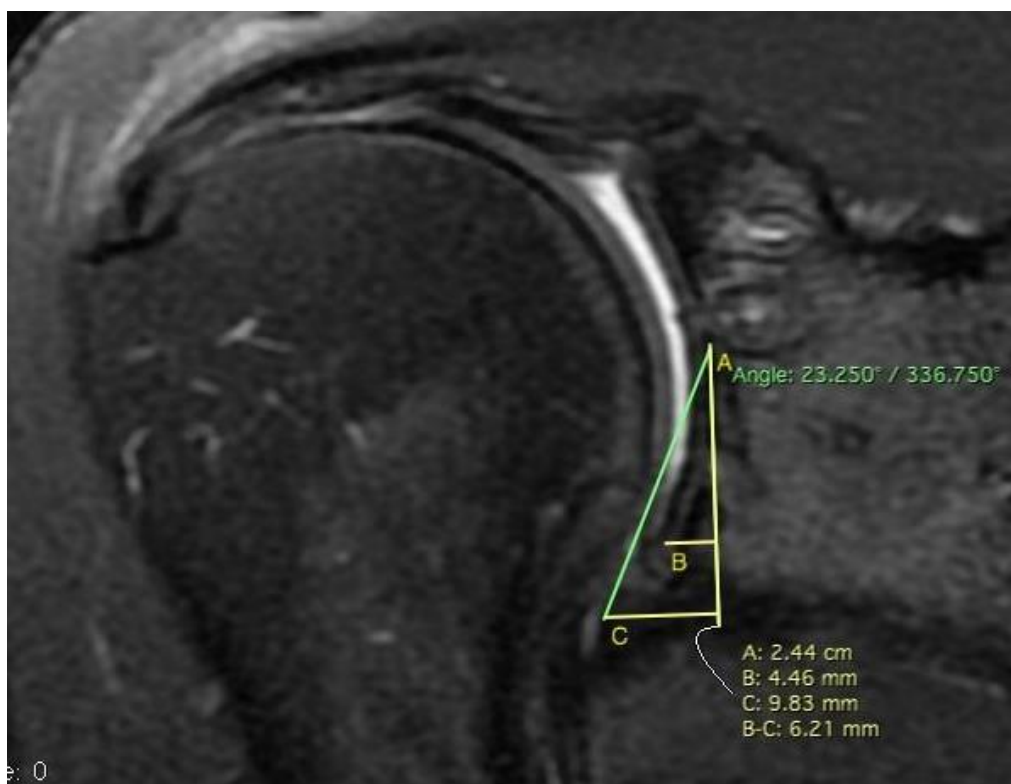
Corte coronal de ressonância magnética pós-operatória. Inclinação inferior do lábio glenoidal (IILG): ângulo formado pela linha perpendicular ao ponto mais profundo da cavidade glenoidal (A) com o ápice do lábio glenoidal (C). Índice da altura inferior do lábio glenoidal (IAILG): quociente da altura do lábio glenoidal (C) pela altura óssea da cavidade glenoidal (B).
